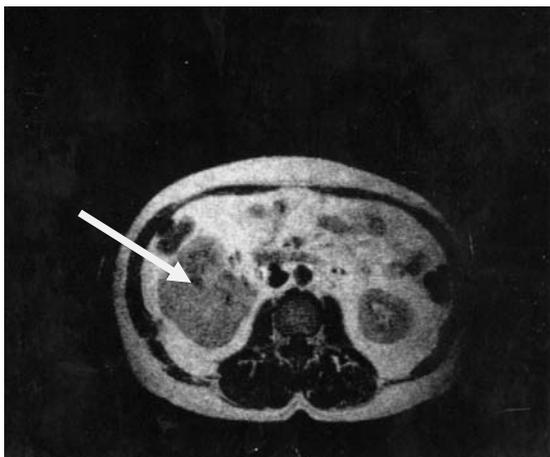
Одно из первых изображений с гипернефромой правой почки, полученным на данном томографе (опухоль отмечена стрелкой) и первые сотрудники сформированной в ВКНЦ АМН СССР лаборатории ЯМР-томографии (слева направо: Дёмин Н.В., Лукьянёнок П.И., Федина И.Д., Беличенко О.И., Пустовитова Т.С. за обсуждением одной из первых томограмм головного мозга)
